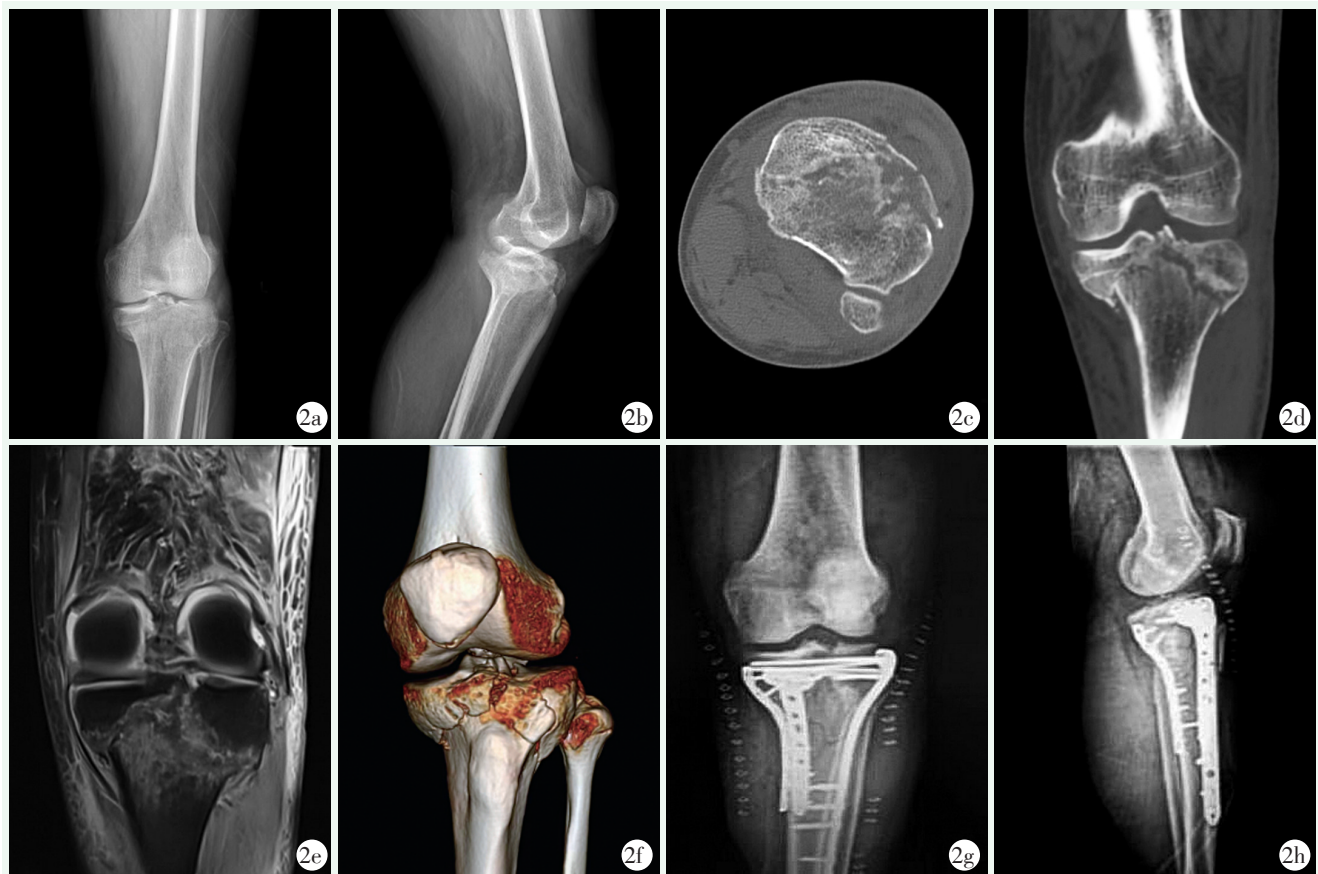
患者男性, 65 岁, 过伸型胫骨平台骨折 (Schatzker V 型) 行三钢板内固定。2a: 术前左膝正位 X 线片示胫骨平台骨折; 2b: 术前左膝侧位 X 线片示胫骨平台骨折; 2c: 术前左膝横断位 CT 示胫骨平台前缘、内侧髁和外侧髁骨皮质连续性中断; 2d: 术前左膝冠状位 CT 示胫骨内侧髁和外侧髁劈裂骨折; 2e: 术前左膝冠状位 MRI 示胫骨平台骨折; 2f: 术前左膝 CT 三维重建清晰显示骨折情况; 2g: 术后左膝正位 X 线片示骨折解剖复位, 内固定位置良好; 2h: 术后左膝侧位 X 线片示骨折已复位, 关节面平整, 内固定位置良好。
